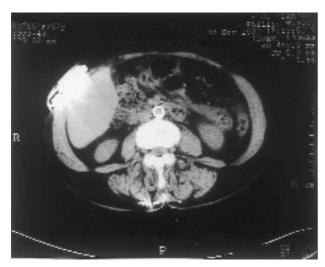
Controllo TC a 3 mesi. Si nota il buon rimodellamento lungo la parete aortica della placca nonostante il suo carattere eccentrico e la forte componente calcifica.
